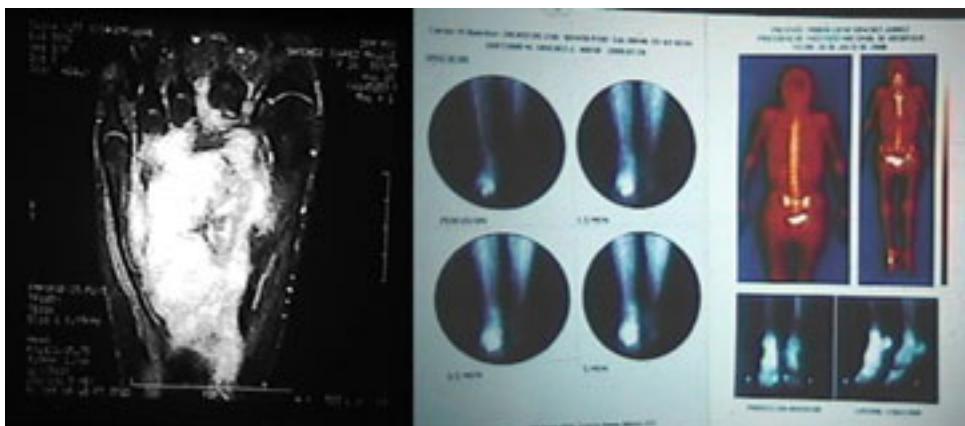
Resonancia y gammagrafía.
